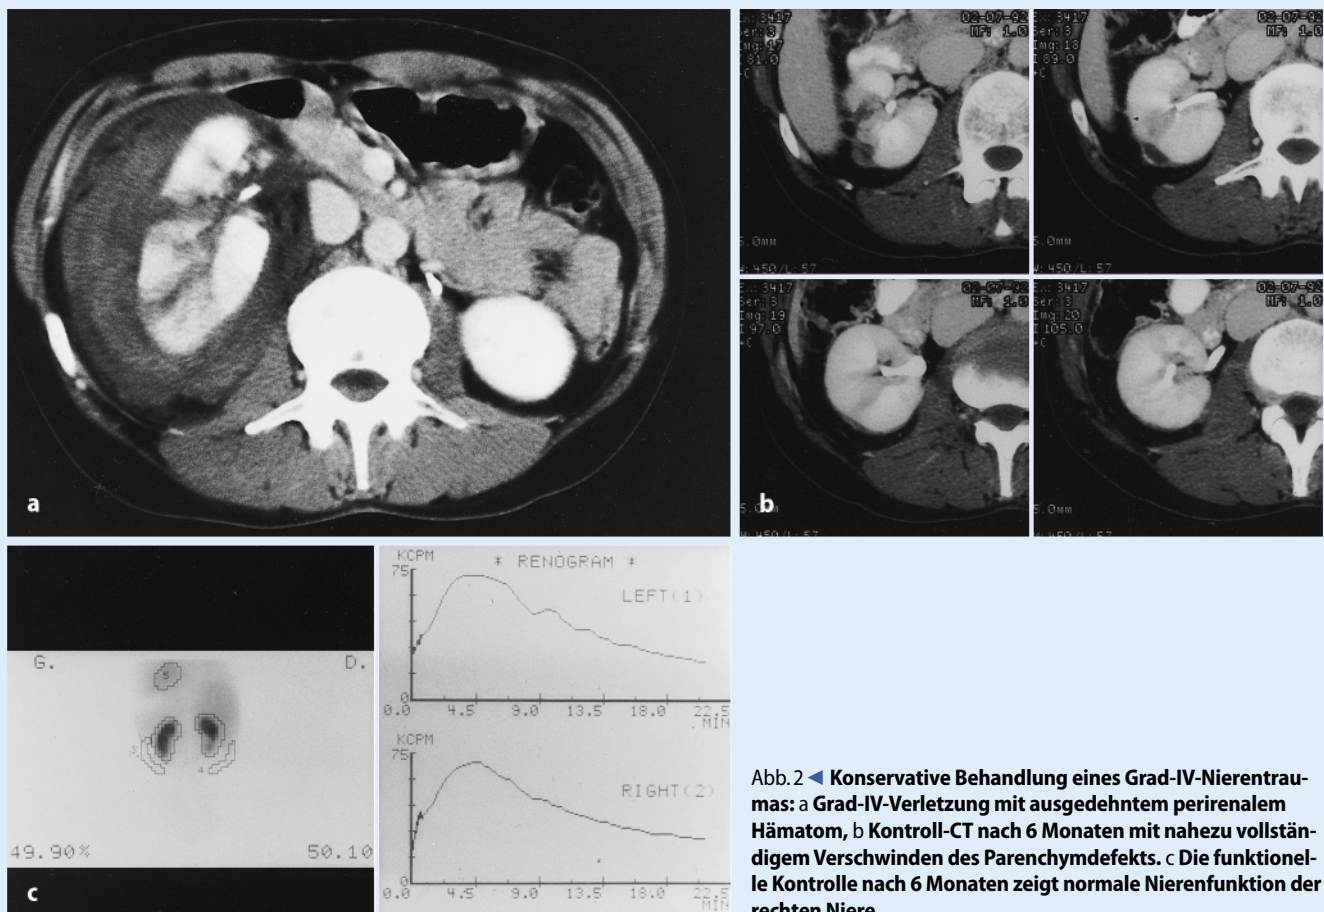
◀ Konservative Behandlung eines Grad-IV-Nierentraumas: a Grad-IV-Verletzung mit ausgedehntem perirenalem Hämatom, b Kontroll-CT nach 6 Monaten mit nahezu vollständigem Verschwinden des Parenchymdefekts. c Die funktionelle Kontrolle nach 6 Monaten zeigt normale Nierenfunktion der rechten Niere
